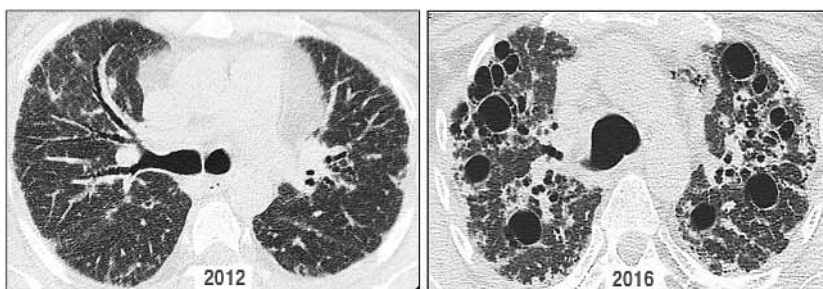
Patient Zh., 44 years old, stage IV sarcoidosis. Multispiral computed tomography study in dynamics (2012, 2016). Axial sections at the level of trachea bifurcation. Negative dynamics, manifested by a diffuse decrease in the pneumatization of the matte glass type, expressed by progressive traction bronchoectasia and the emergence of multiple thin-walled air cavities — cystic bronchoectasis (bagged bronchoectasis in the image cross section).
